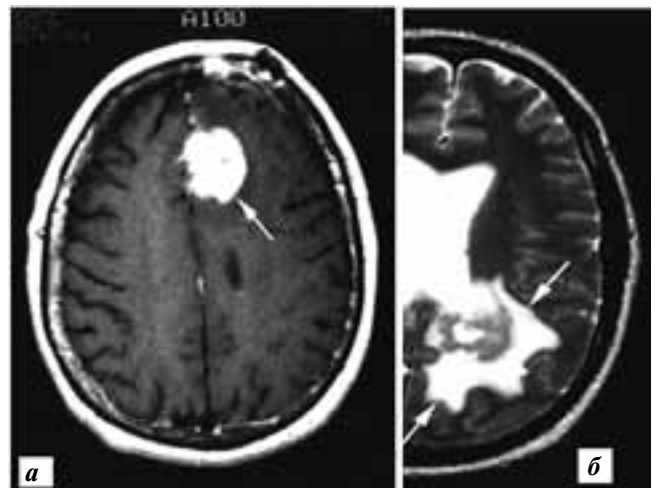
а – МРТ от 21.06.2006 (дебют заболевания); б – МРТ от 17.10.2008 (рецидив)
